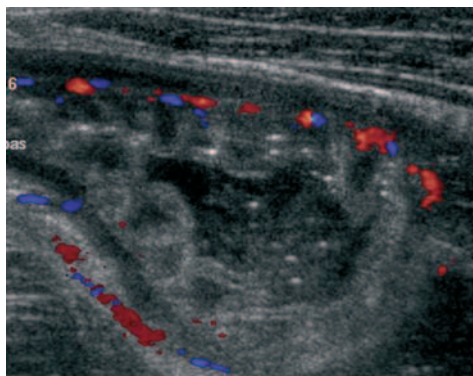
Échographie en mode doppler couleur d'une atteinte jéjunale aiguë d'une maladie de Crohn.
